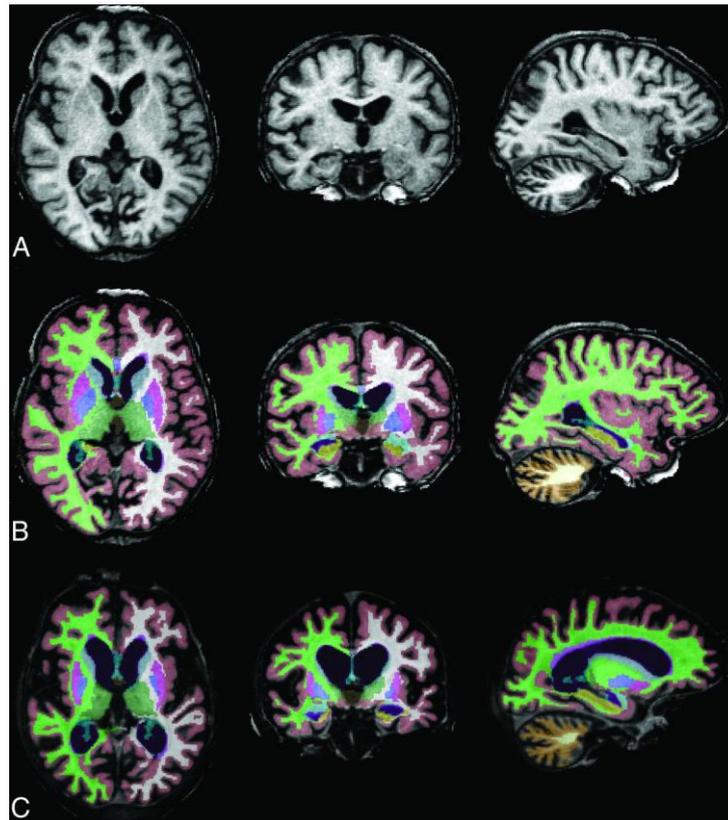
MRT eines Patienten mit CLN2-Erkrankung mit progressiver zerebraler Atrophie.
